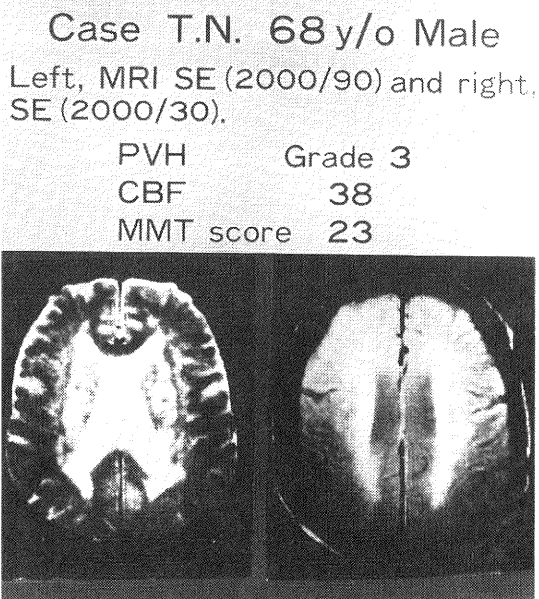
症例 T.N. の MRI (左は T2w, 右は弱 T2w 画像)
